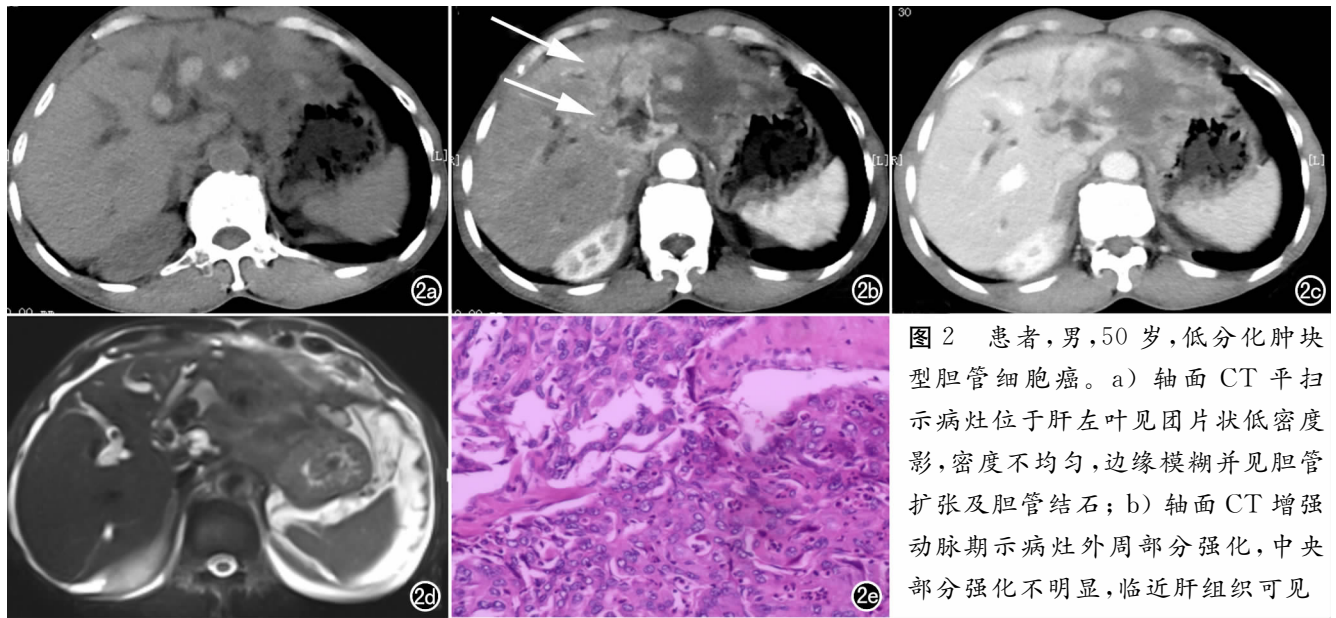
患者,男,50 岁,低分化肿块型胆管细胞癌。a) 轴面 CT 平扫示病灶位于肝左叶见团片状低密度影,密度不均匀,边缘模糊并见胆管扩张及胆管结石;b) 轴面 CT 增强动脉期示病灶外周部分强化,中央部分强化不明显,临近肝组织可见
